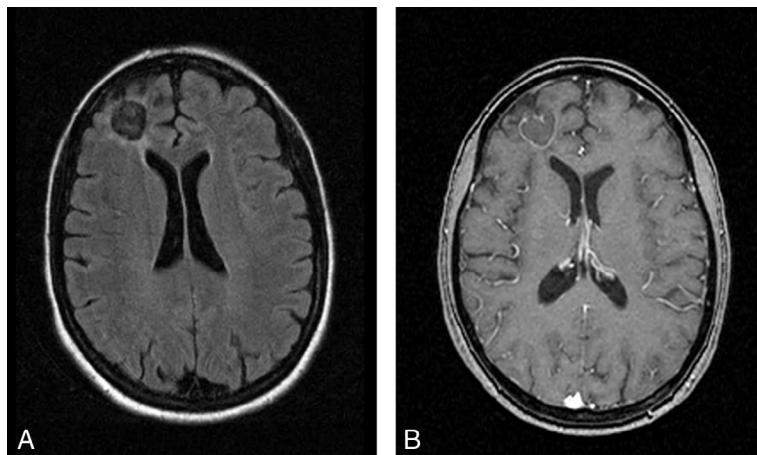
B Toxoplasmose cérébrale (IRM).
